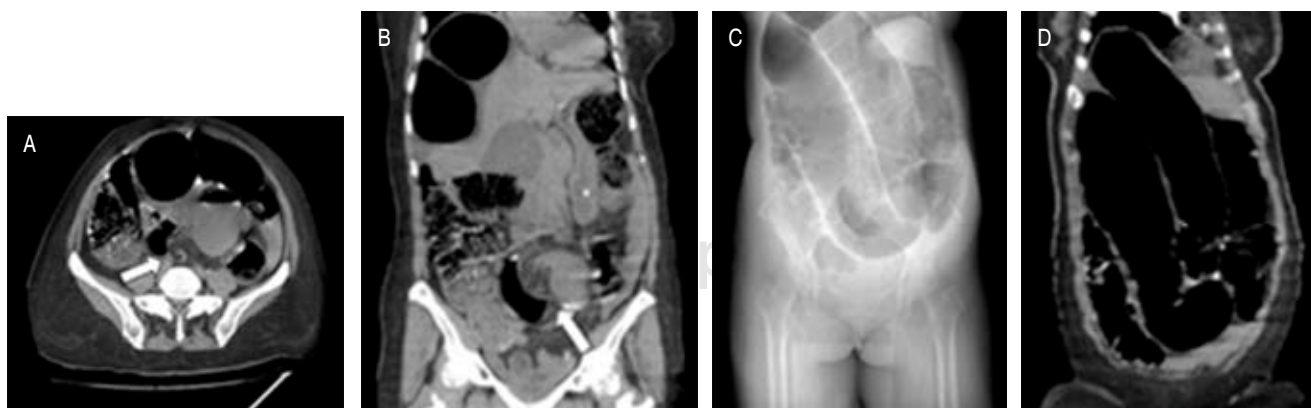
Tomografía axial computarizada simple en la cual se evidencia signo característico del vólvulo sigmoideo de “imagen de whirlpool” (flecha) en corte axial (A) y coronal (B). Se evidencia signo característico de vólvulo sigmoideo en “grano de café” (C y D).
